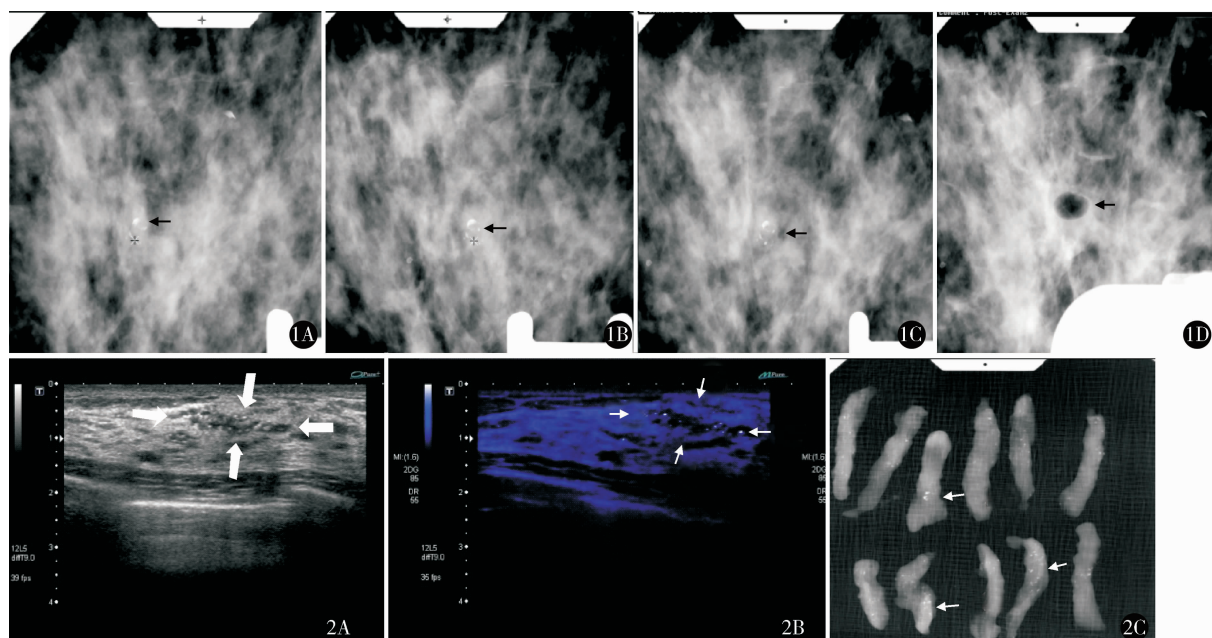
SVAB A、B 为穿刺前 Stereo 位片,确定钙化灶位置及穿刺靶点坐标;C、D 分别为穿刺前及穿刺后 Scout 位片,确认钙化灶已切除。箭头标记处为微钙化灶位置 图 2 US-VAB A. 超声可见乳腺微钙化;B. 微钙化超声表现(萤火虫技术);C. 活检标本摄片可见钙化。箭头标记处为微钙化灶位置
